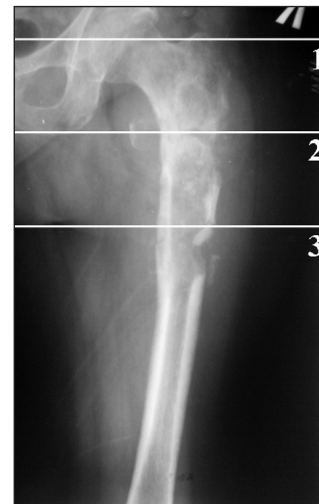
Рентгенограма пацієнтки М., 52 роки із дедиференційованою хондросаркомою проксимального відділу лівої стегнової кістки. Горизонтальні лінії та цифри вказують на рівні дослідження аксіальних СКТ-сканів для вивчення поширення пухлини: ділянка великого вертлюга (зона 1), ділянка малого вертлюга (зона 2), підвертлюгова ділянка (зона 3)
